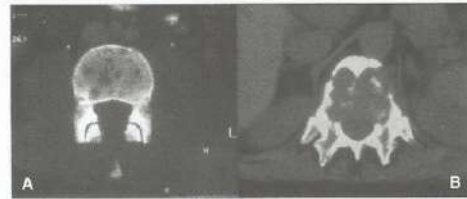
TC demonstrando, em A, múltiplas lesões líticas, e, em B, lesões líticas comprometendo o corpo vertebral e os pedículos.
